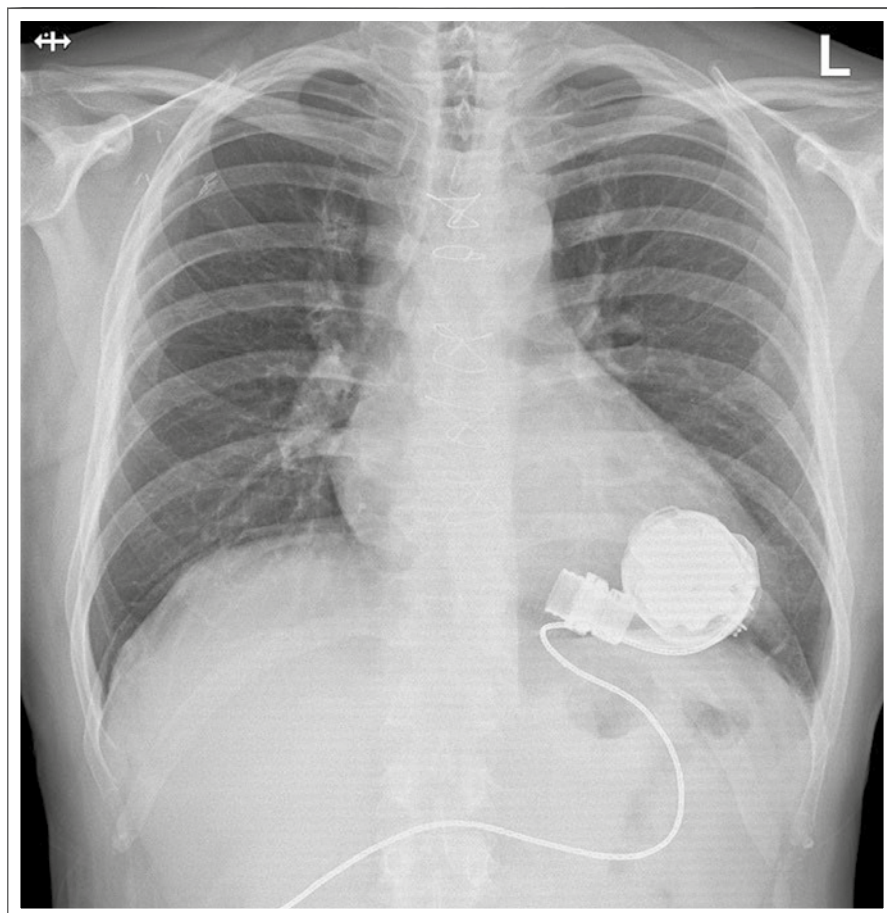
Postoperatives Thoraxröntgen des Patienten
